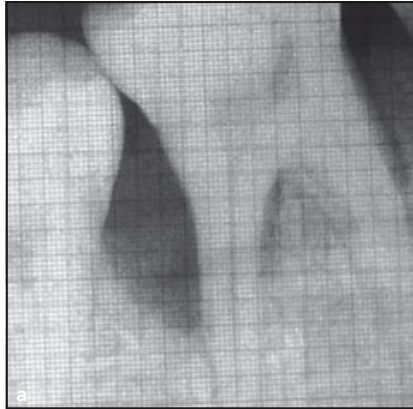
Röntgenaufnahmen eines Defekts der Testgruppe (a) vor der Behandlung und (b) 12 Monate danach.
